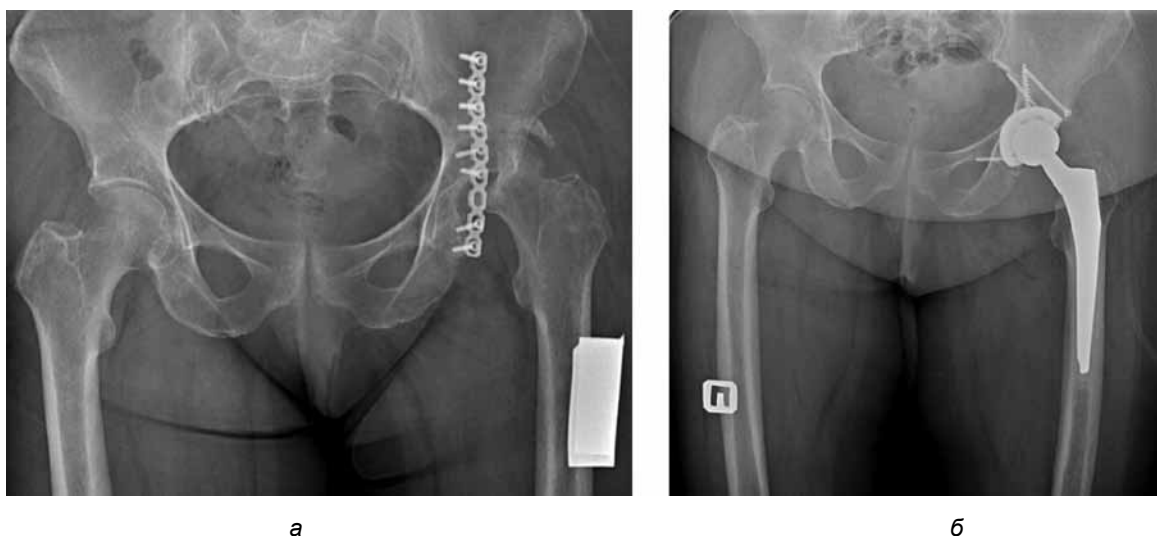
Рентгенограммы пациентки В.: а – до операции, б – после операции
